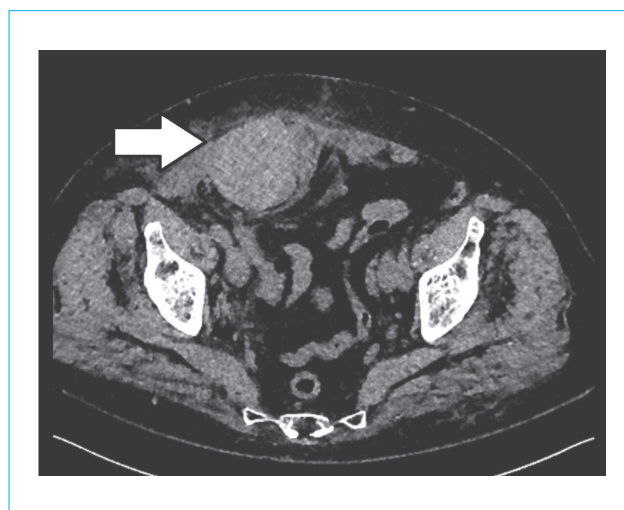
Компьютерная томограмма передней брюшной стенки без контрастирования пациента 62 лет, принимающего варфарин, который поступил с острой болью и отеком передней брюшной стенки. В структуре передней брюшной стенки определяется гематома — гиперплотное (+73 HU) однородное округлое образование с четкими границами (собственные данные)
